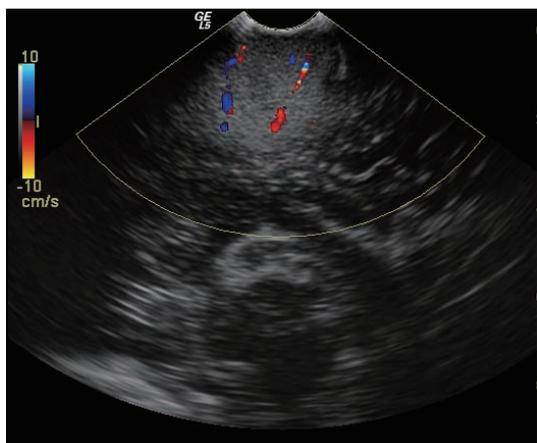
超声显示胶质瘤周边包绕血管，需侧方位入路切除
